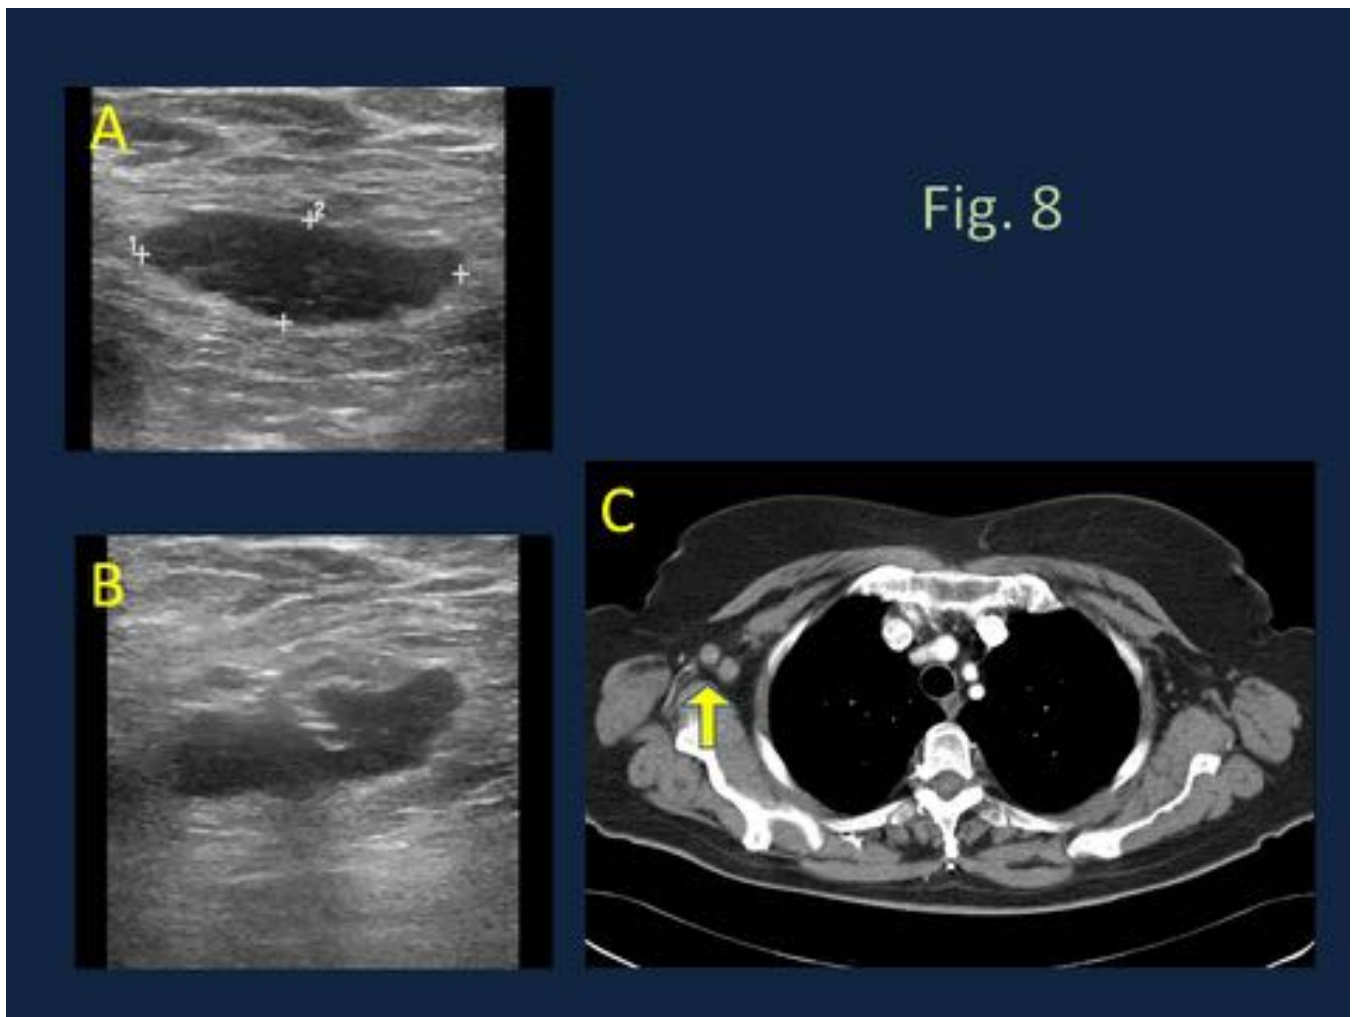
Paciente de 70 años a la que en un control se le detectan ganglios patológicos en axila derecha (A). Se realizó BAG (B) con diagnóstico de TBC ganglionar. En TC tóraco-abdominal se evidenciaron las adenopatías axilares derechas (flecha amarilla), sin otros hallazgos.
